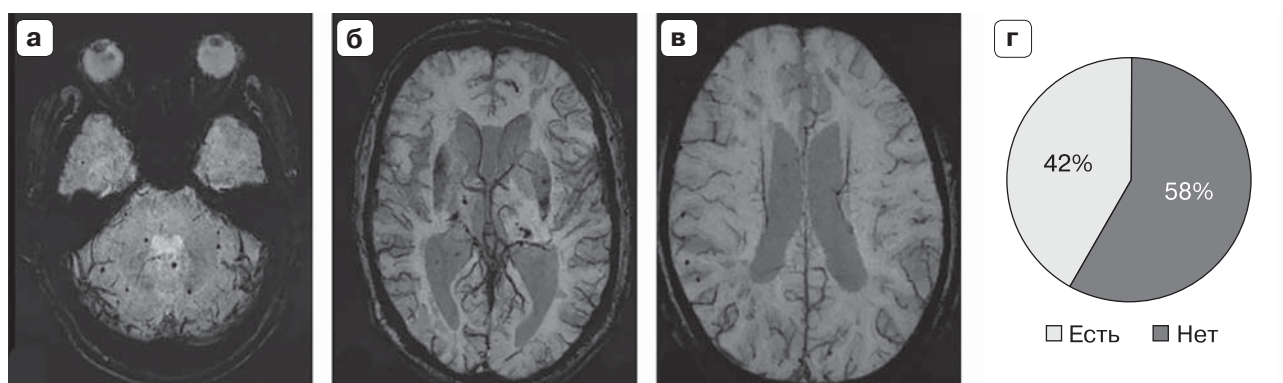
Микрокровоизлияния как признак микроангиопатии по данным МРТ. а–в – примеры МРТ-изображений в режиме SWI, демонстрирующих микрокровоизлияния в области мозжечка, таламуса и субкортикального белого вещества полушарий большого мозга; г – частота выявления данного типа поражения в группе исследования.
